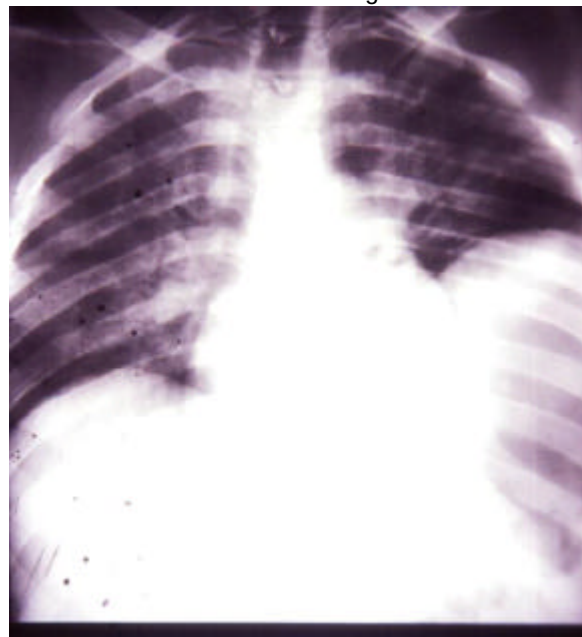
Radiografia de tórax em AP: elevação bilateral das cúpulas diafragmáticas, com ruptura traumática destas.
